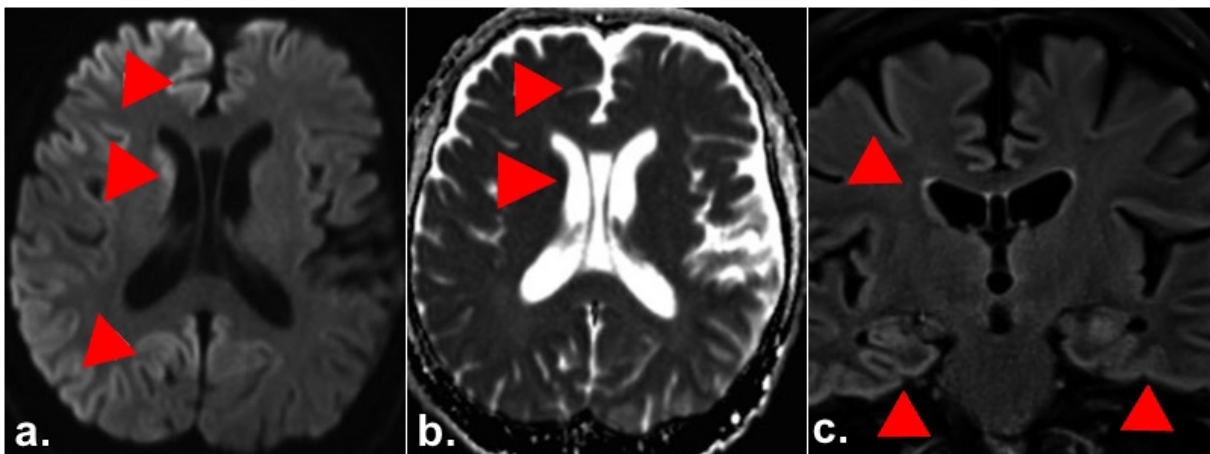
RMN del cerebro: (a, b) restricción en difusión comprometiendo extensamente la corteza de ambos hemisferios cerebrales con predominio en núcleos caudados y con marcada pérdida de volumen del parénquima cerebral. (c) FLAIR coronal cerebral que muestra hiperintensidades de las cortezas cerebrales bilaterales.
